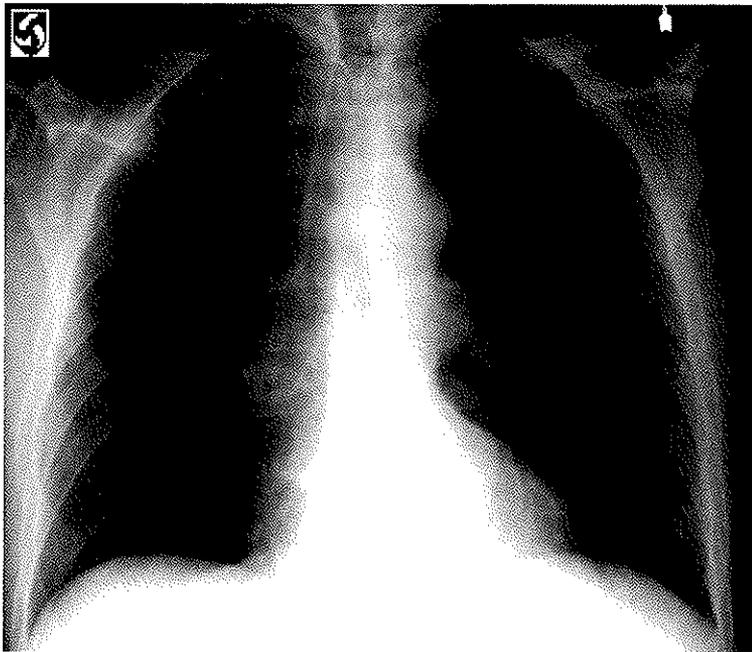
Radiographie thoracique.
